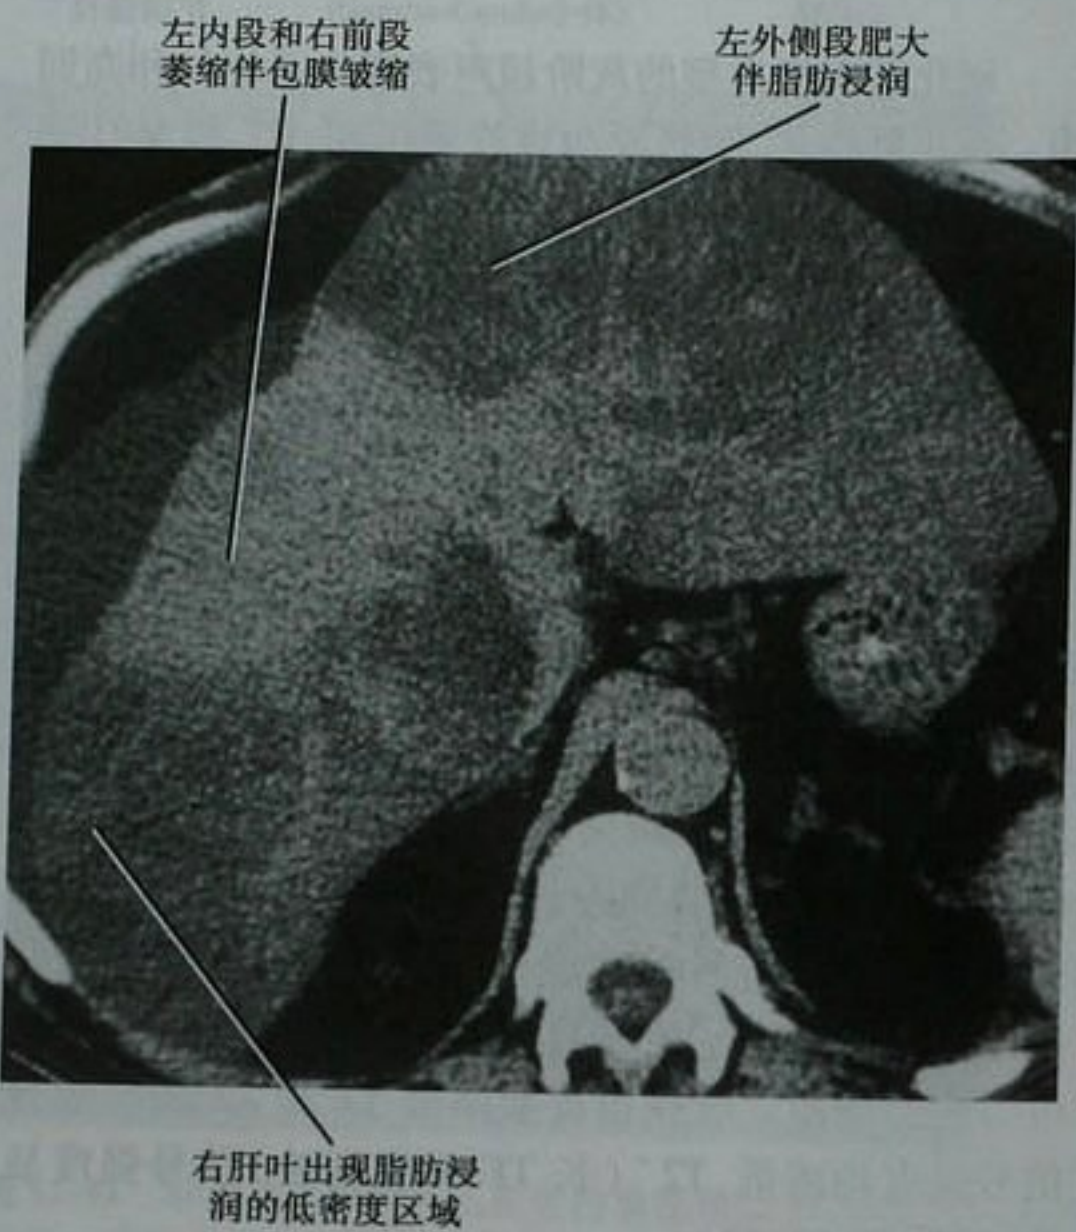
肝硬化伴脂肪肝患者的肝脏轴位平扫 CT
